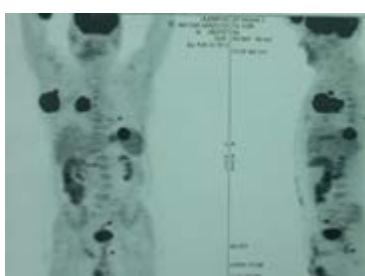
Metástasis múltiples. PET scan.
